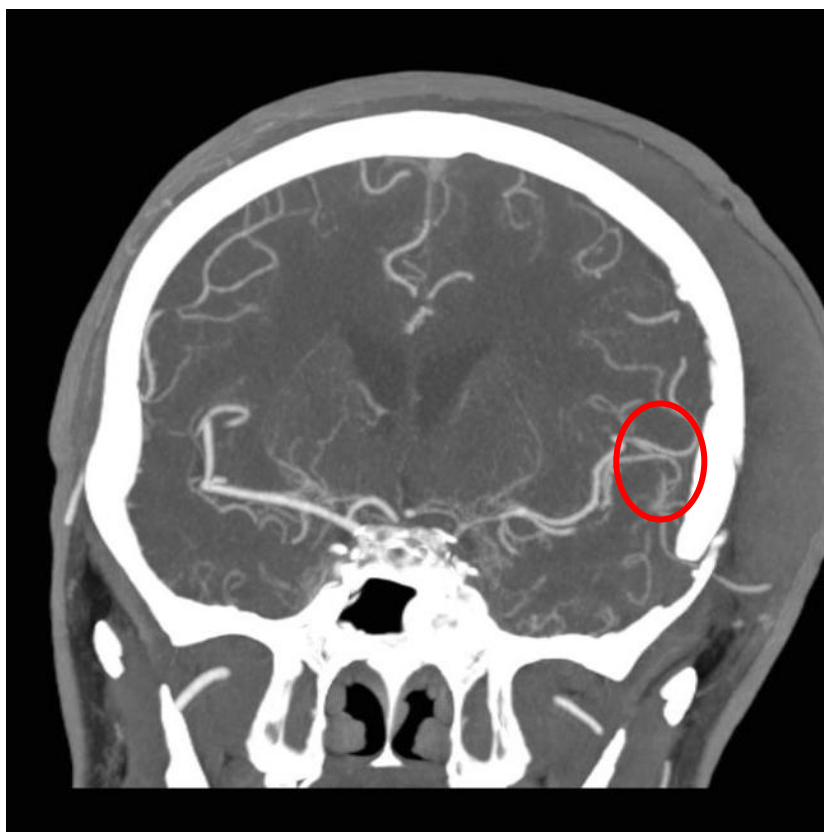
Функционирующий экстра-интракраниальный микроанастомоз по данным КТ-ангиографии. Фронтальная проекция. Кругом выделен анастомоз
